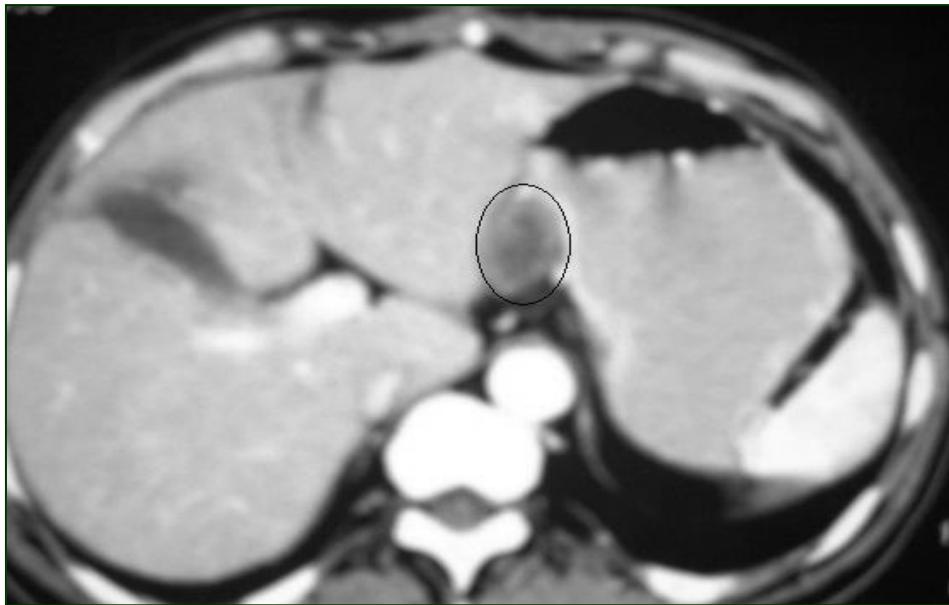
TDM du 03 octobre 2003 : première récurrence entre le foie et l'estomac.
